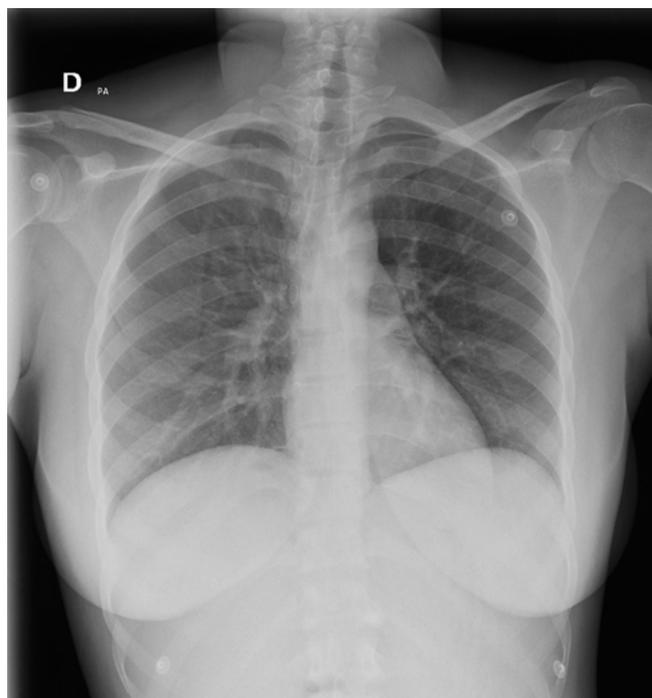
Radiografía de tórax anteroposterior con mínimo infiltrado alveolar en base derecha, senos costodiafrágicos libres y silueta cardiomedial conservada.
